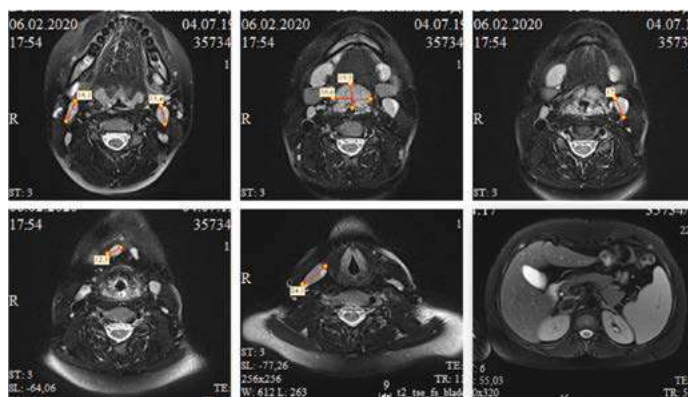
МРТ-картина гипертрофии Вальдейерова кольца – гипертрофия преимущественно за счет язычной миндалины (20 $\times$ 33 – макс. поперечный размер язычной миндалины), гипертрофии подчелюстных л/у с обеих сторон до 15–18 мм, подбородочных л/у – до 12 мм у пациента с APDS
